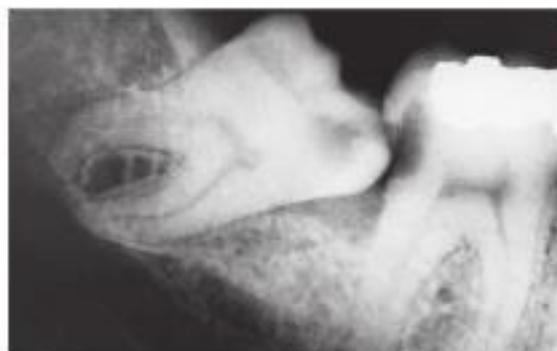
Radiografía de caries en un tercer molar retenido y en el segundo molar.
